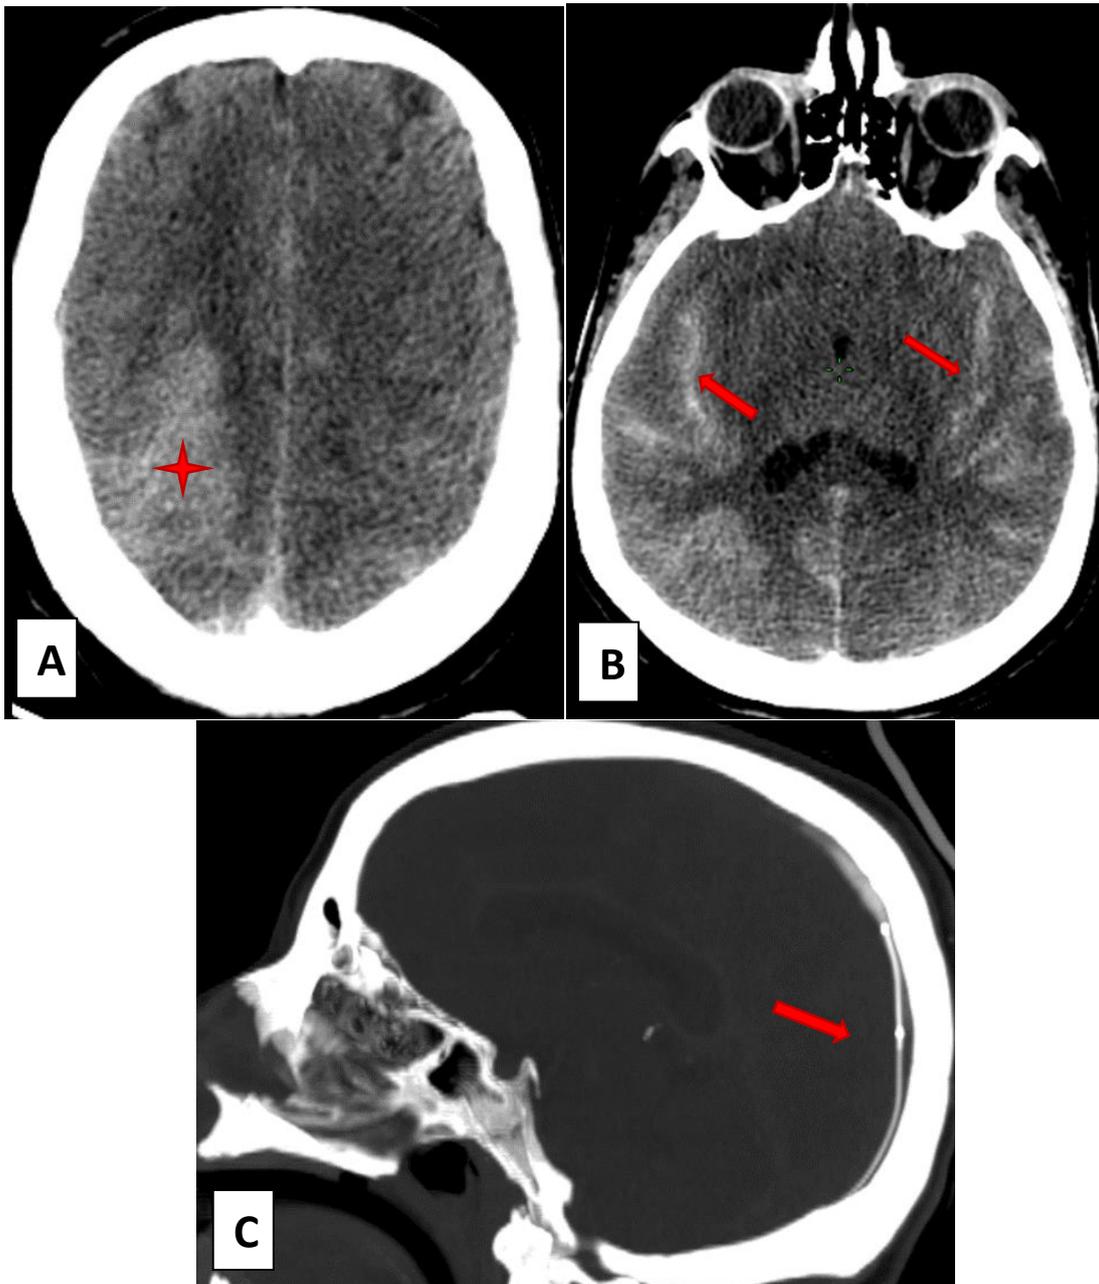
TDM de contrôle C-, le lendemain du geste endovasculaire
